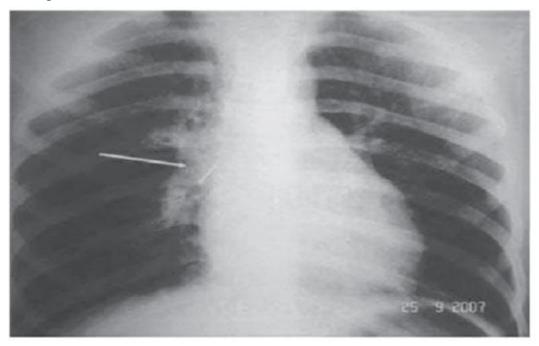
Инородное тело бронхов (гвоздь) на рентгенограмме
